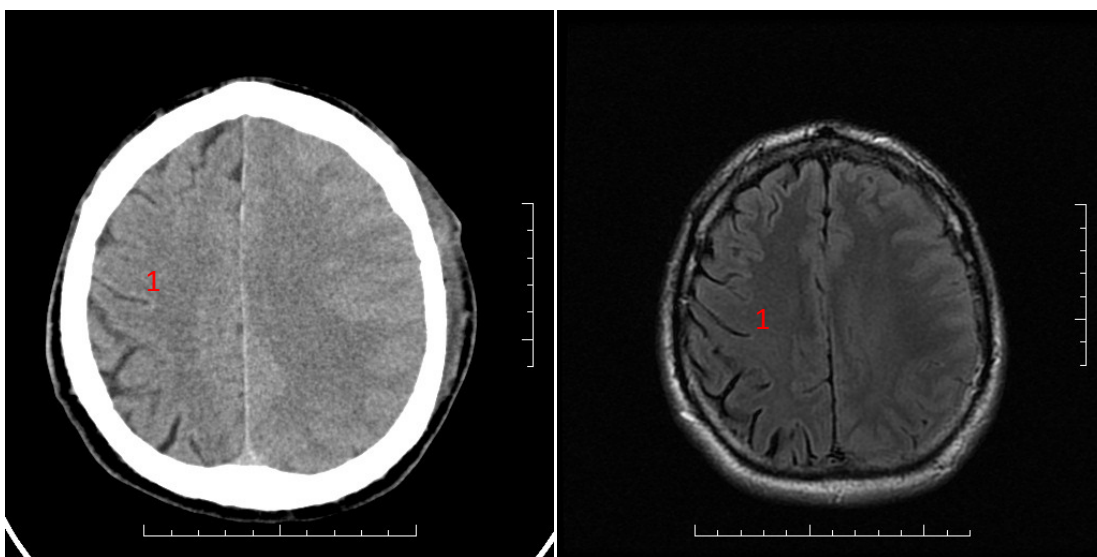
CT snímek (nalevo) a MRI snímek (napravo) ukazují obdobné zobrazení jako v předchozím případě s tím rozdílem, že nyní se nádor nachází v levé hemisféře. Při porovnání hemisfér lze opět vidět, že na pravé hemisféře (1) jsou sulky (2) dobře patrné, zatímco na levé hemisféře (3) patrné nejsou. Dochází také k zobrazení značné asymetrie jednotlivých hemisfér
